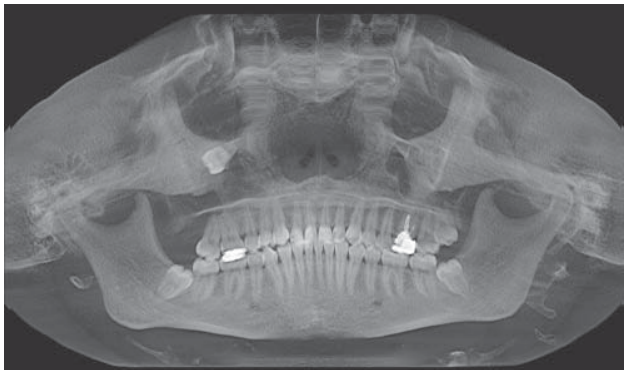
Estudio de ortopantomografía en la que se aprecia área radiolúcida a nivel de reborde orbitario derecho, con las características morfológicas de un diente retenido, terceros molares 28, 38 y 48 ubicados en posición anatómica correspondiente.
